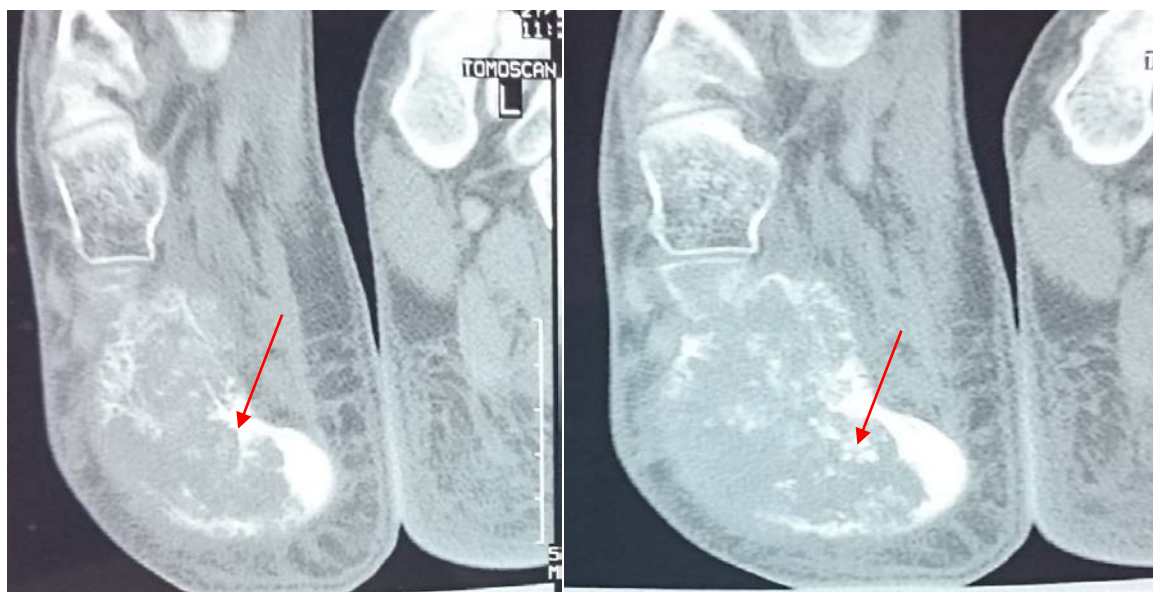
TDM du pied droit : Ostéosarcome du calcaneum droit chez une fille de 15 ans : on note l'aspect mixte (flèche)de la lésion avec une matrice osseuse et des contours mal limités soufflant la corticale, sans infiltration des PM
